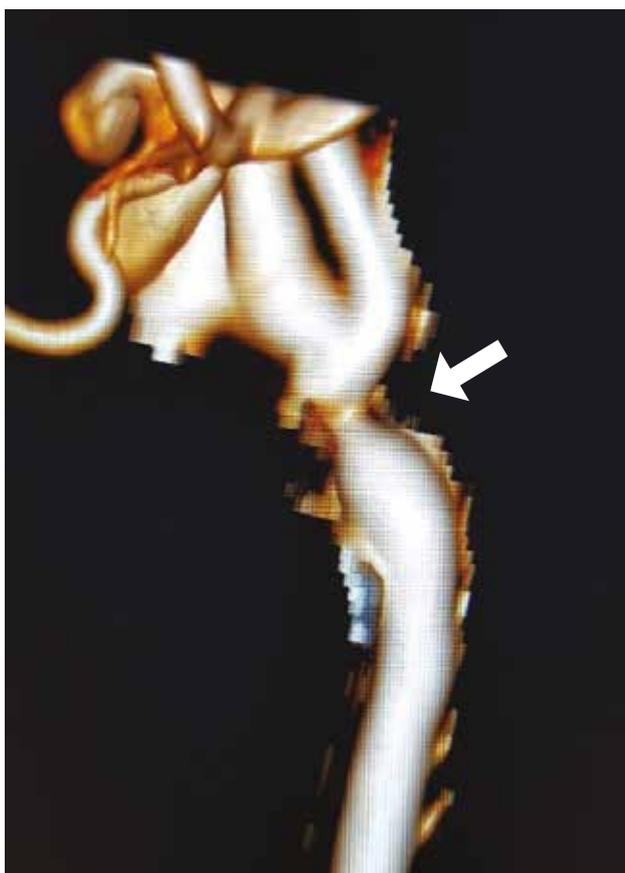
Angio-TAC torácico - Coartação segmentar da aorta torácica em ampulheta.
